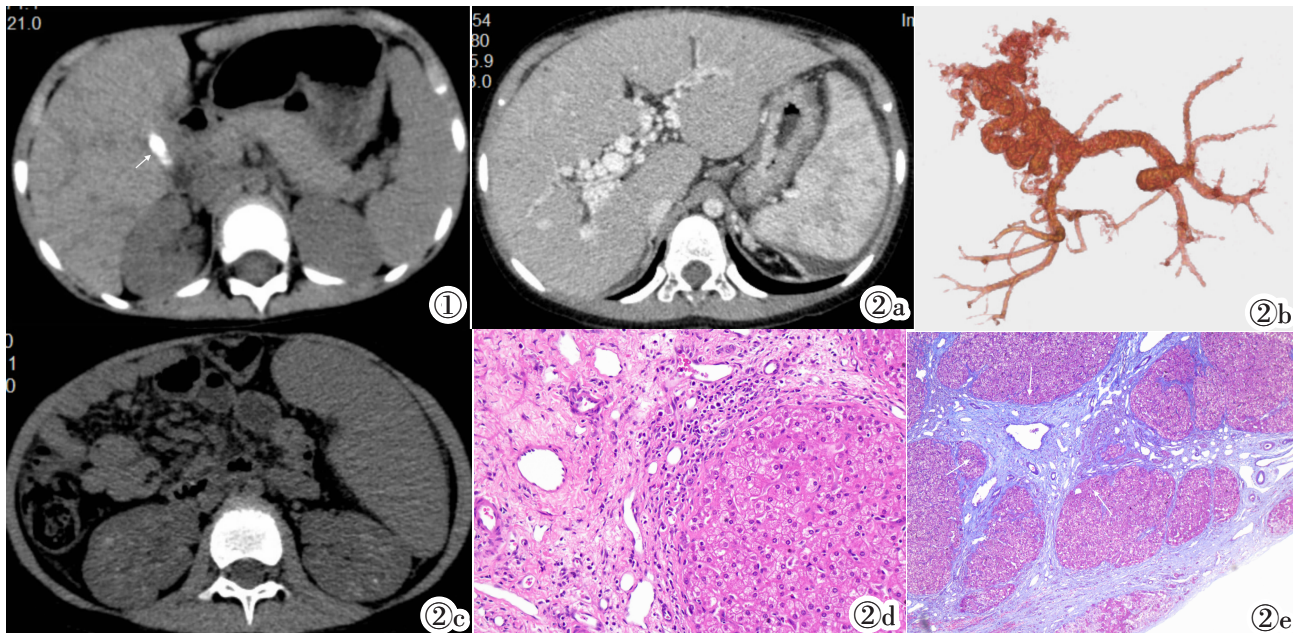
女,1 岁 7 月,胆道型 CHF。轴位 CT 平扫示胆囊结石(箭)。图 2 女,5 岁 7 月,反复呕血 10 月,门脉高压型 CHF。图 2a:轴位增强 CT 示肝左叶体积增大,肝右叶体积相对小,尾状叶体积正常。图 2b:VR 重建 CT 示门脉周围多发迂曲侧支,符合门脉海绵样变。图 2c:轴位 CT 平扫示双肾锥体散在点状高密度影,提示髓质海绵肾。图 2d:HE 染色:肝组织被宽大纤维组织分割,小胆管增生,部分管腔不规则扩张。图 2e:Masson 染色:汇管区纤维组织增生(箭)。
